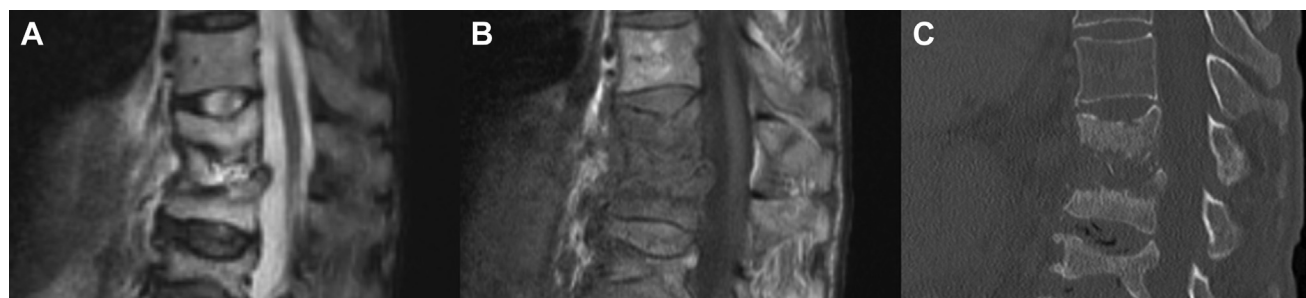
A 77-year-old patient was admitted to the hospital with severe back pain and elevated C-reactive protein (CRP) levels and white blood cell count. Pretreatment magnetic resonance imaging showed (A) a hyperintense T11/12 disc on T2-weighted images and (A, B) extensive bone marrow edema of the adjacent vertebrae in T2- and T1-weighted images. (C) Pretreatment computed tomography showed vast, purely lytic
